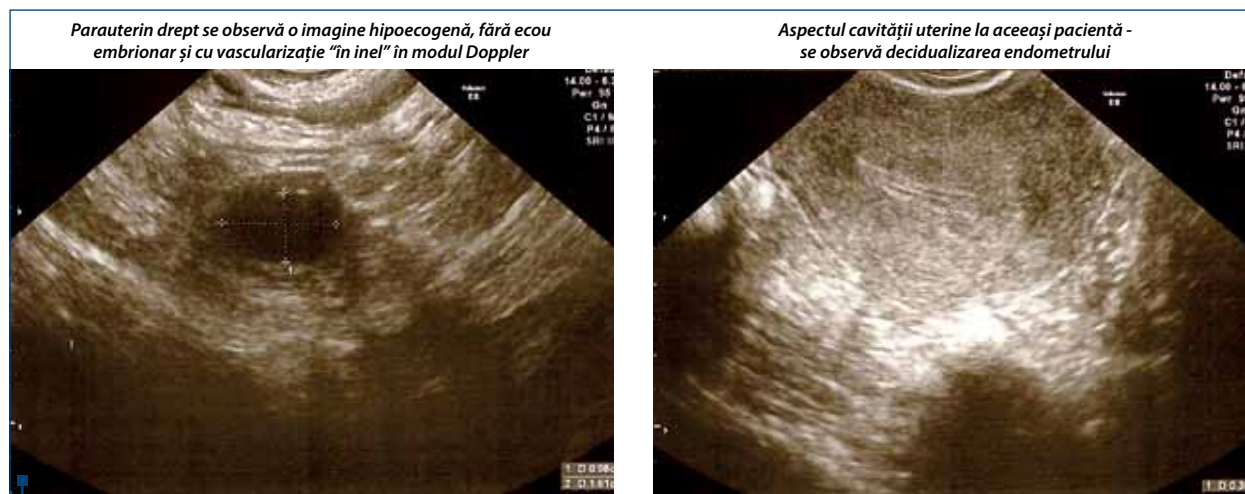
Aspecte ecografice la o pacientă în vârstă de 23 de ani diagnosticată cu sarcină extrauterină dreaptă (5 săptămâni de amenoree)
